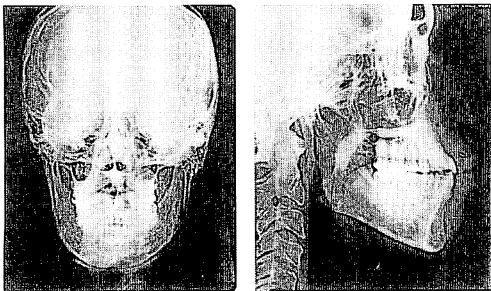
動的治療終了時の正面ならびに側方頭部X線写真
